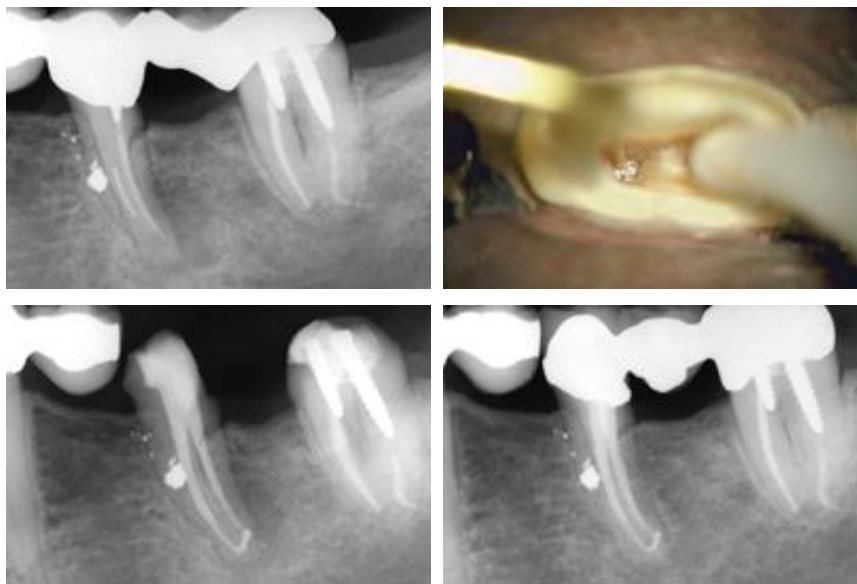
Caso clínico de la remoción de instrumento, usando ultrasonido. Tomado de Ruddle. Nonsurgical retreatment.
